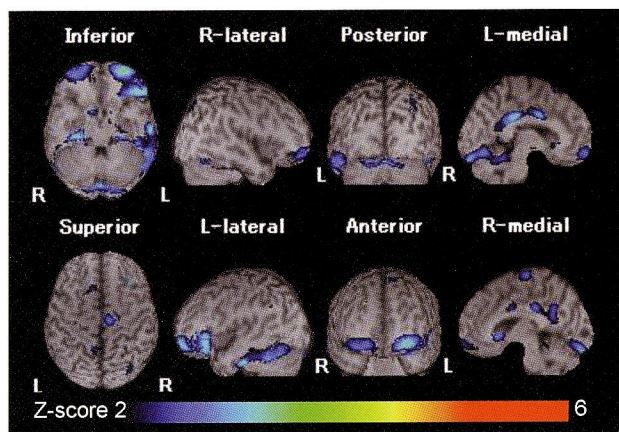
発作中の^{99m}Tc-ECD SPECT: eZISによる解析 (1症例の提示)
